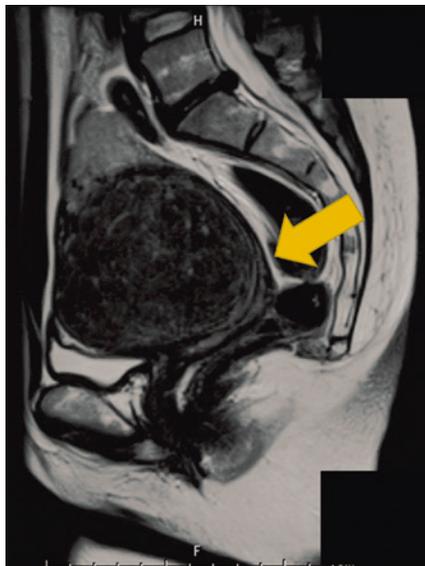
造影MRI, 矢状断. 子宮頸部前壁から発生する15 cm 大の筋腫を認める.
